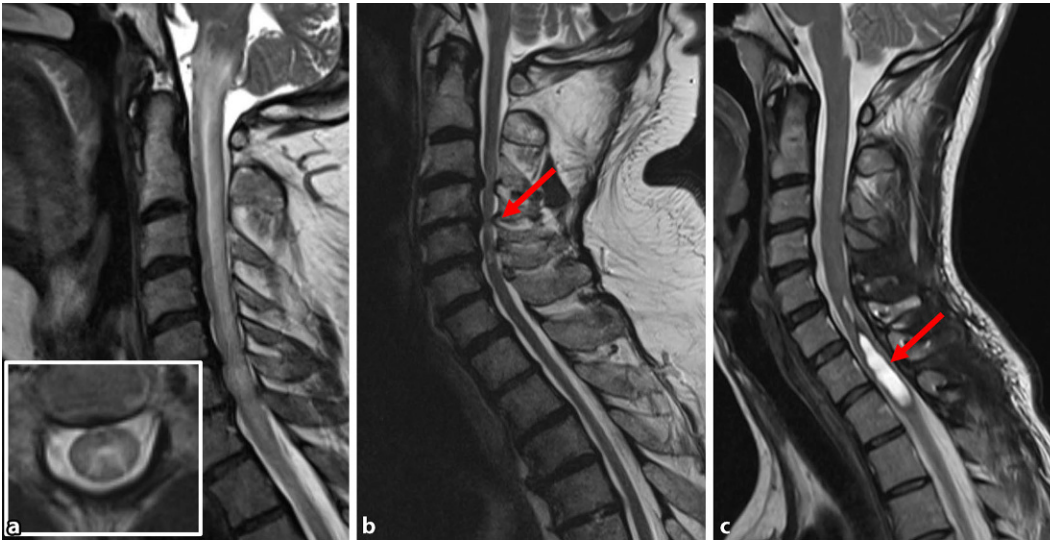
◀ Spinale magnetresonanztomographische Bildgebung nichtimmunvermittelter Differenzialdiagnosen spinaler Läsionen: sagittale Aufnahmen in T2 a einer spinalen arteriovenösen (AV-)Fistel (mit axialer T2-Aufnahme Bild-in-Bild), b einer kompressiven Myelopathie (Pfeil) sowie c eines spinalen Ependymoms (Pfeil)
